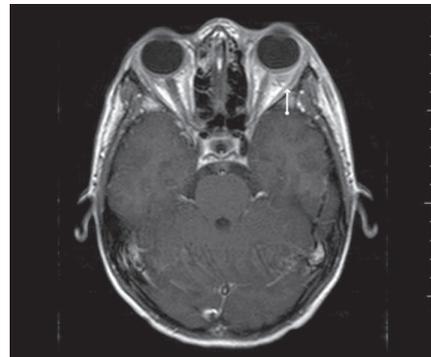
Ressonância nuclear magnética com contraste. Imagens em corte axial, ponderadas em T1 (setas mostrando lesão). Espessamento difuso do globo ocular esquerdo, com realce pelo meio de contraste e borramento dos músculos reto lateral e superior.
